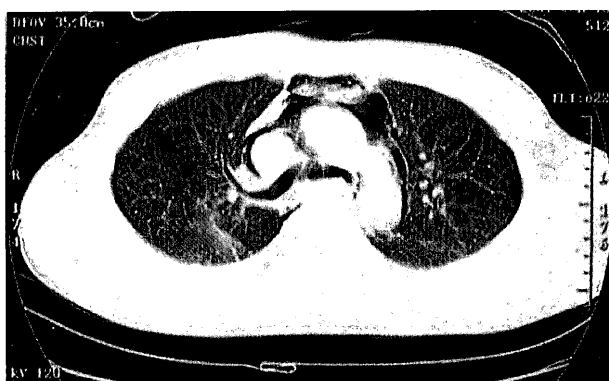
Chest CT scan shows infiltration in the right lower lung lobe and pneumomediastinum, but neither pneumothorax nor hemothorax.
